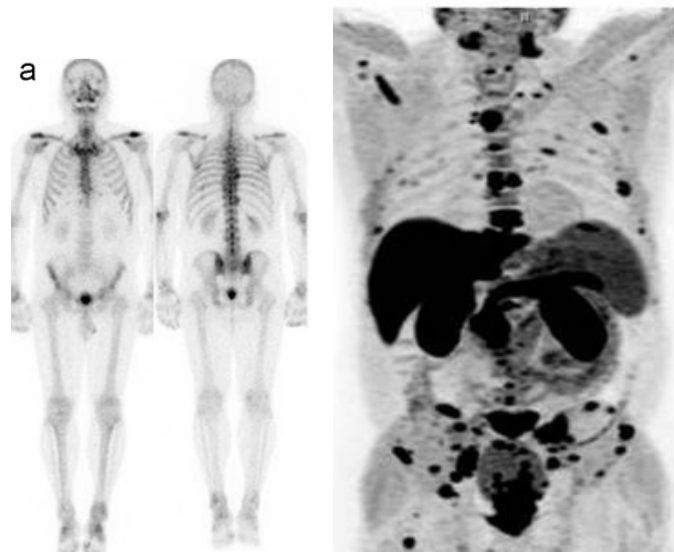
La supériorité de TEP/TDM à la choline face à la scintigraphie dans le bilan d'extension du cancer de la prostate ; a : scintigraphie osseuse planaire normale, b : métastases osseuses en TEP-choline (63)
